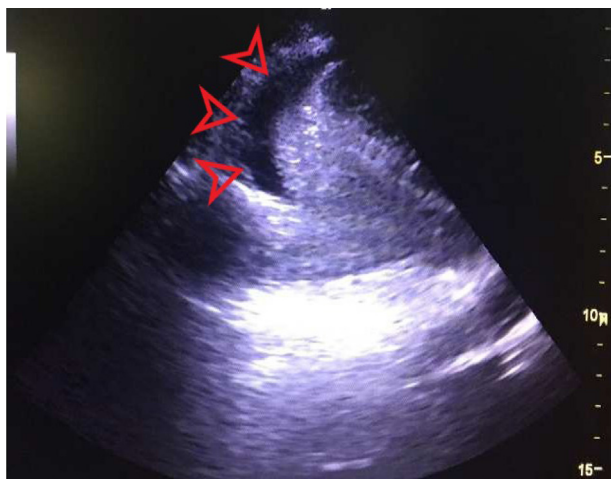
Ecocardiograma transtorácico intraoperatório. Pontas de setas: derrame pericárdico.
